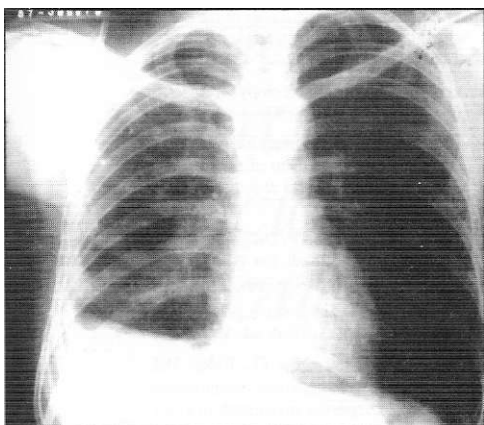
Radiografía del tórax en el caso 3 en octubre de 1987, muestra aclaramiento importante del hemitórax derecho, con engrasamiento pleural residual en la base derecha.
